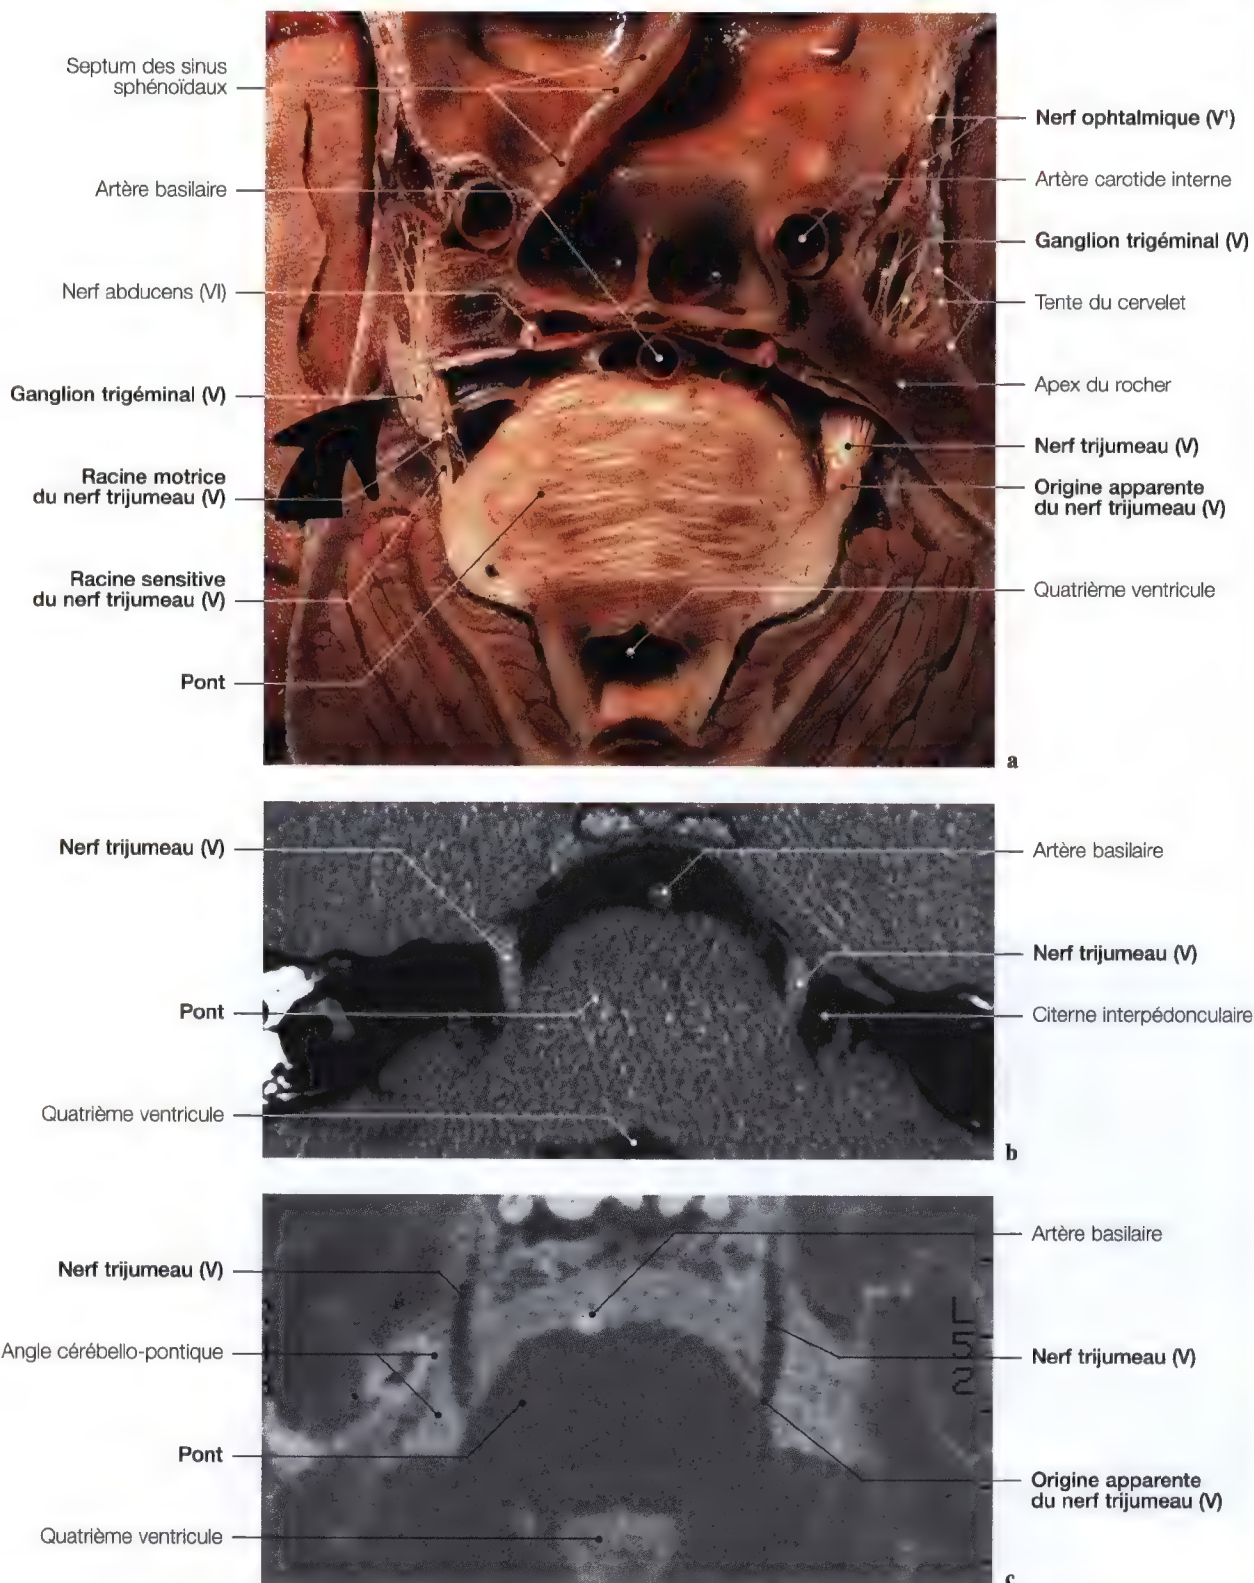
a – c. Coupe anatomique (a) et vues d'IRM (b, c) axiales du pont au niveau des origines apparentes des nerfs trijumeaux (V). (Coupe anatomique: Pr. J.P. Francke, Faculté de Médecine, Lille, France)
